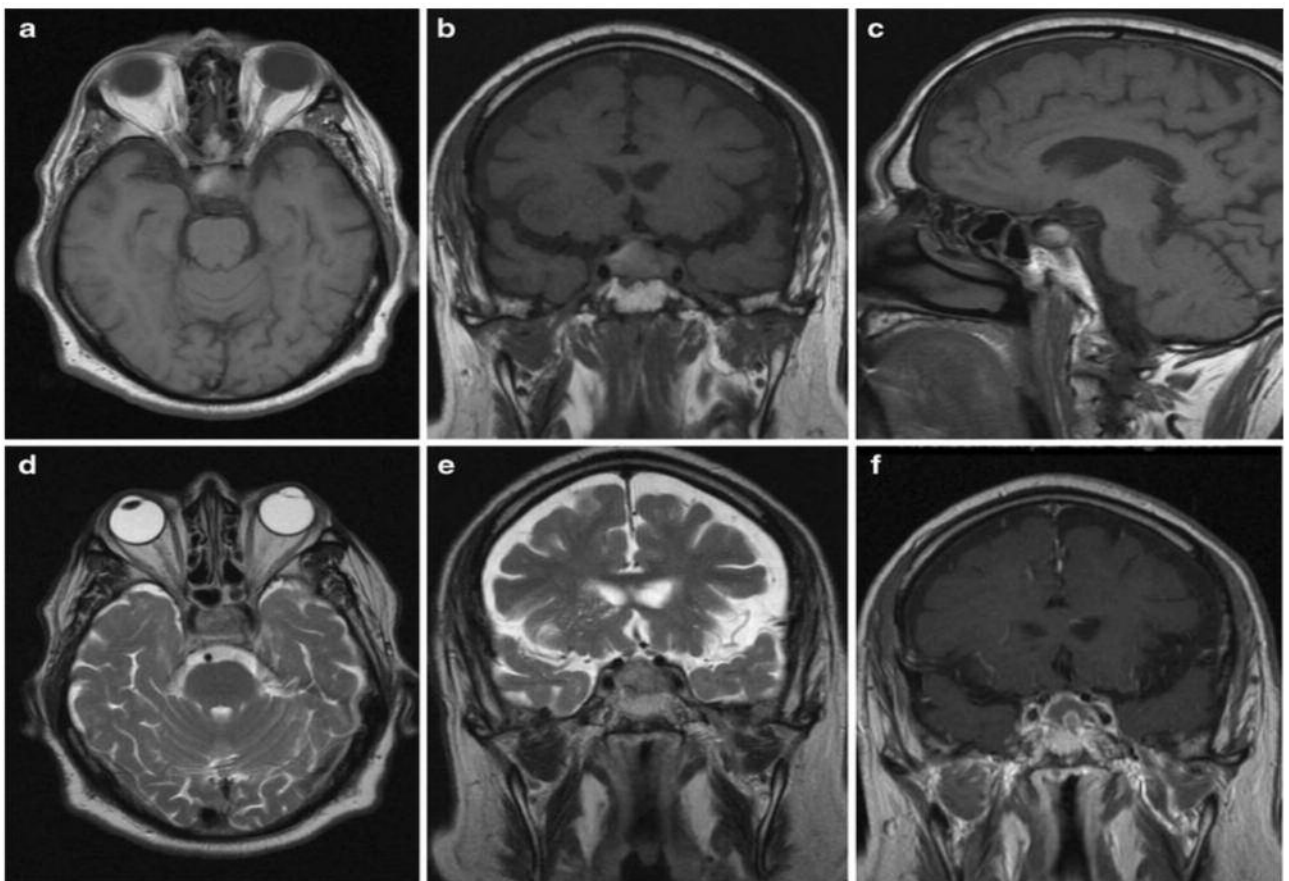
МРТ выполнена у пациента с острой головной болью, мидриазом и нарушением зрения в острой / начало подострой фазы геморрагического поражения в пределах макроаденомы гипофиза. Интраселлярно масса выглядит немного гиперинтенсивно на T1 ВИ (аксиальной (а); корональной (б); сагиттальной, (с)) с участками гипоинтенсивного сигнала на T2 ВИ (аксиальной (д); корональной, (е) из-за наличия деоксигемоглобина. Корональные T1-изображения с контрастом (F) показывают вовлечение левого кавернозного синуса, вероятно, приводящее к зрительным нарушениям
